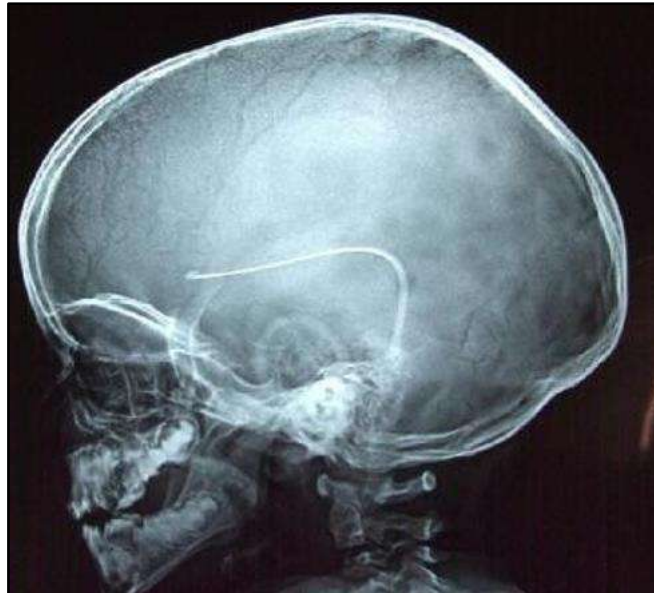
26 : Cliché radiographique du crâne objectivant la mise en place et la bonne disposition du matériel de dérivation
